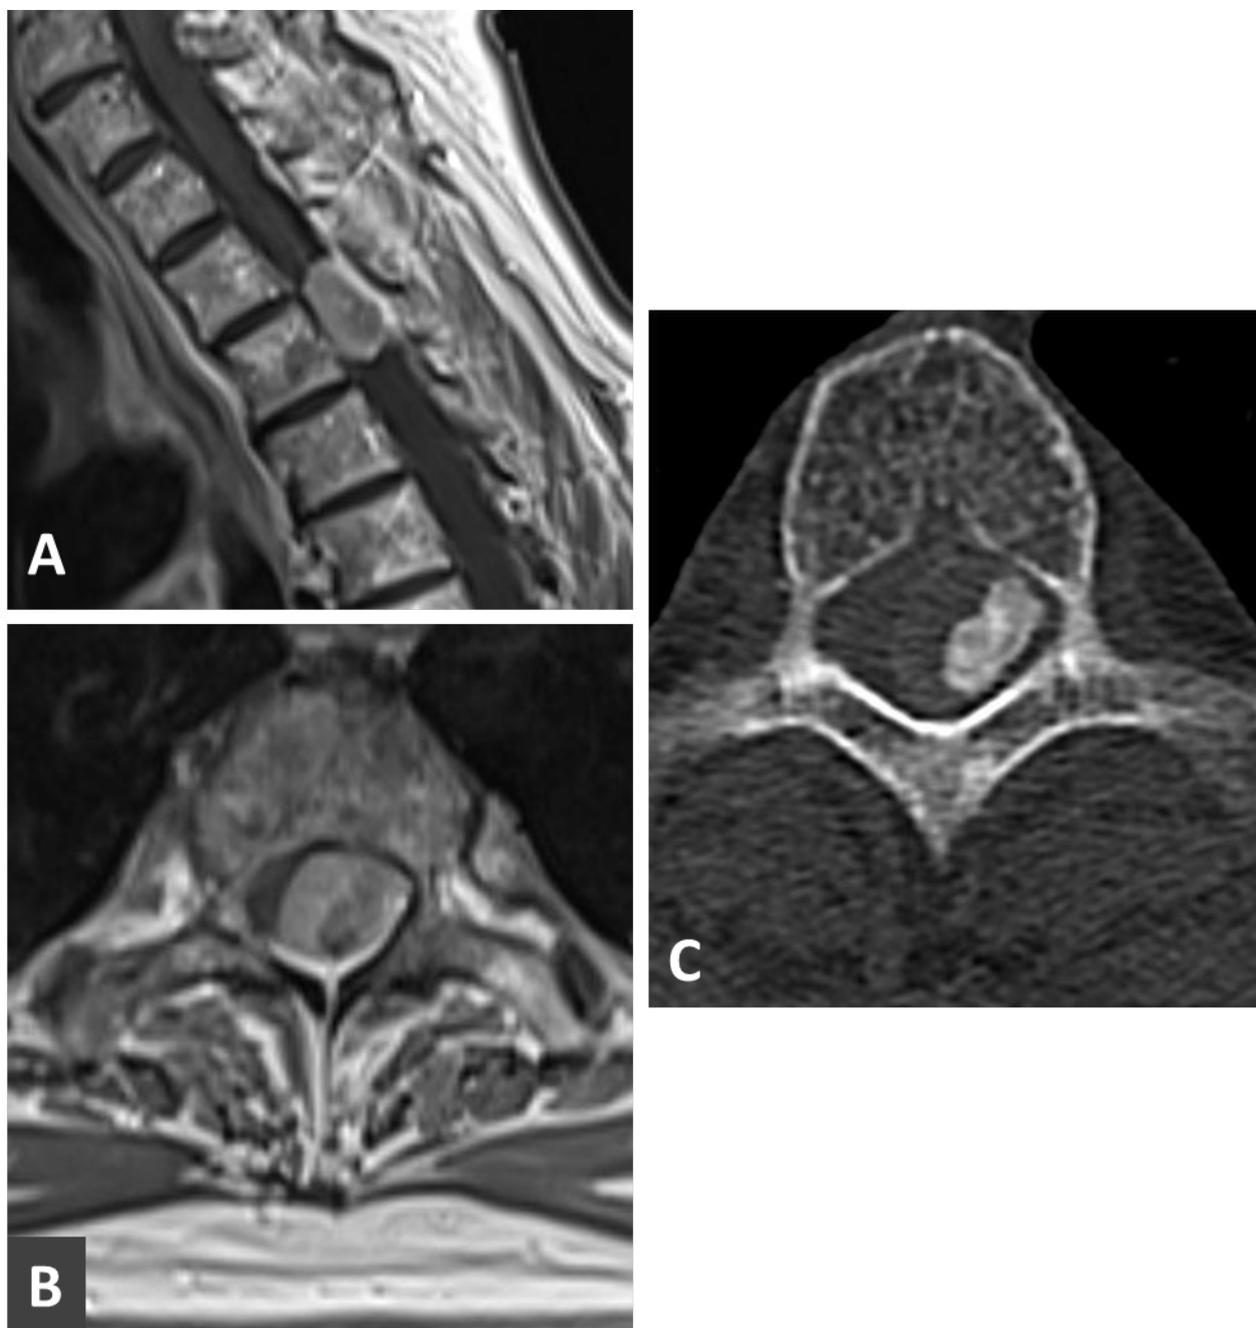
Meningioma. Paciente do sexo feminino, 79 anos, há meses com dor progrediente em região torácica dorsal com irradiação ventral bilateral. A. RM T1+ sagittal; B. RM T1+ axial: lesão intradural/extramedular bem circunscrita com captação ávida de contraste em nível T3, localizada posterolateralmente à esquerda da medula espinhal; em meio à área contrastada nota-se região hipointensa, correspondente a calcificação; e C. TC axial: área calcificada em porção lateral do tumor. O tumor foi completamente ressecado por via interlaminar (hemilaminectomia parcial) T2/T3 esquerda. Histopatologia: meningioma psamomatoso, grau 1.
